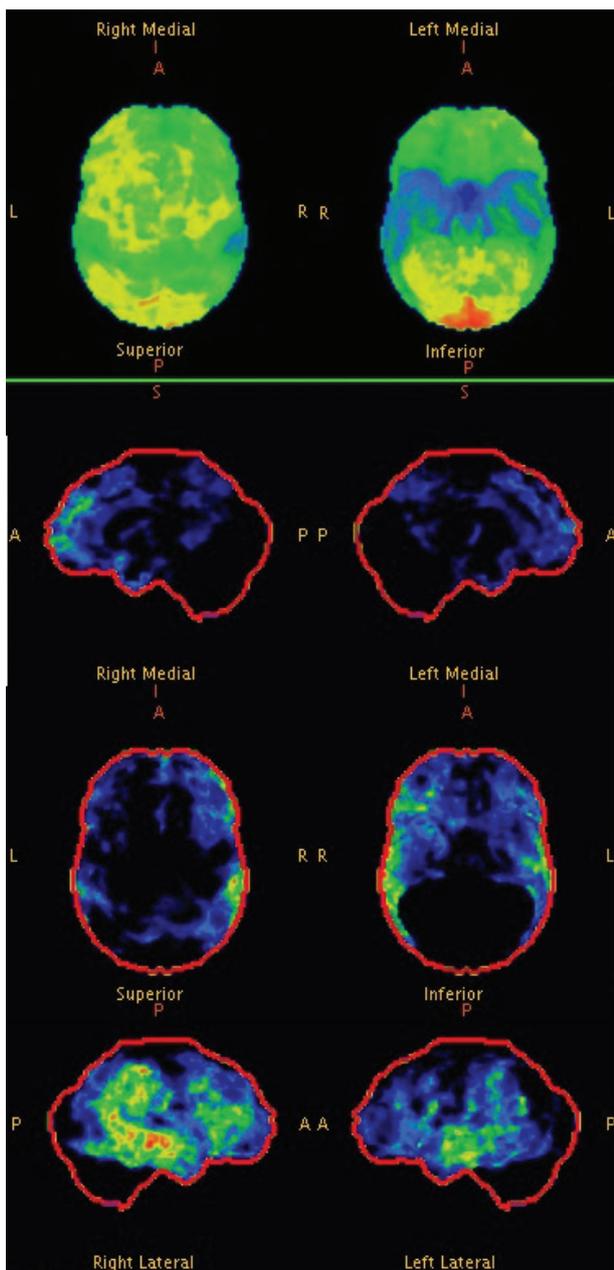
ПЭТ головного мозга с 18-фтордезоксиглюкозой (ПЭТ с 18-ФДГ). Гипометаболизм глюкозы в теменно-височных областях обоих полушарий головного мозга, преимущественно в медиобазальных отделах коры правой височной доли и в области ассоциативной коры правой лобной доли.
